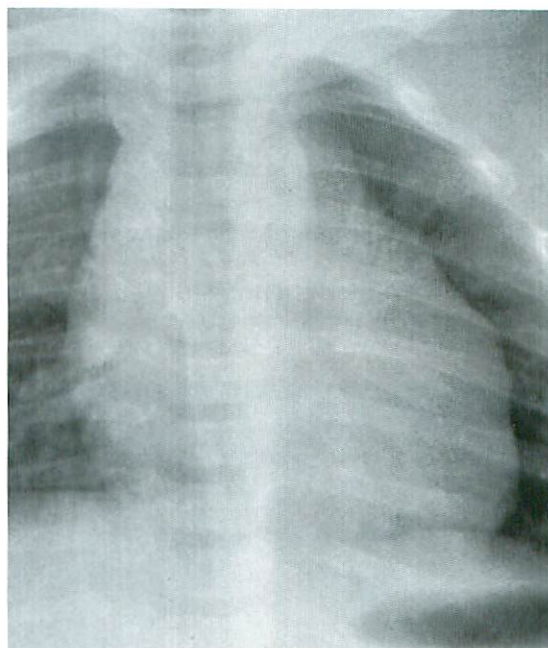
Thymic wave sign, chest frontal radiograph
